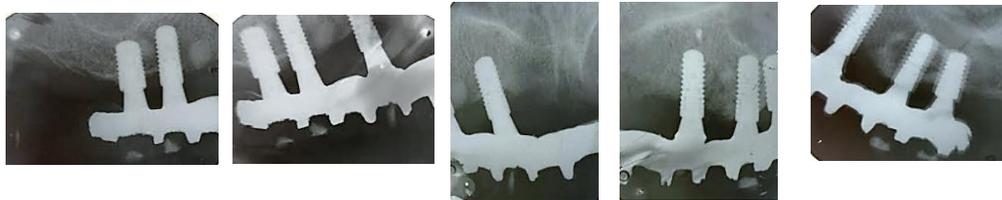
Radiografías dentoalveolares donde se observan los implantes de los dientes 14, 13, 23, 24, 16 y 26, aditamentos Multibase® conectados en cada uno y la infraestructura metálica de la prótesis.
